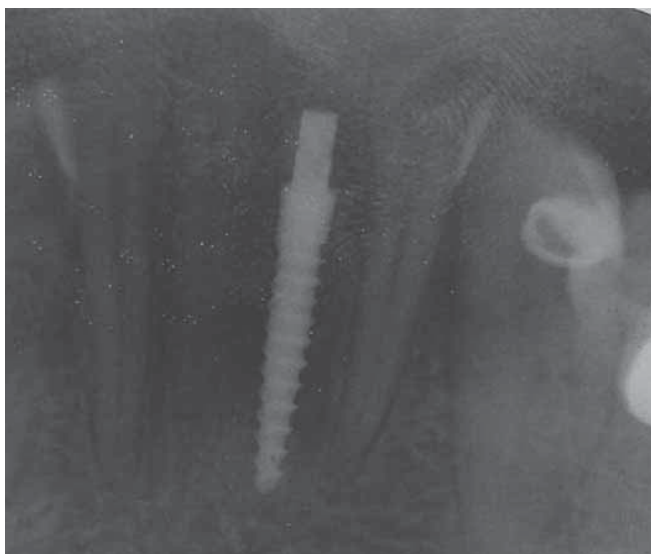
Рентген-контроль сразу после установки имплантата
